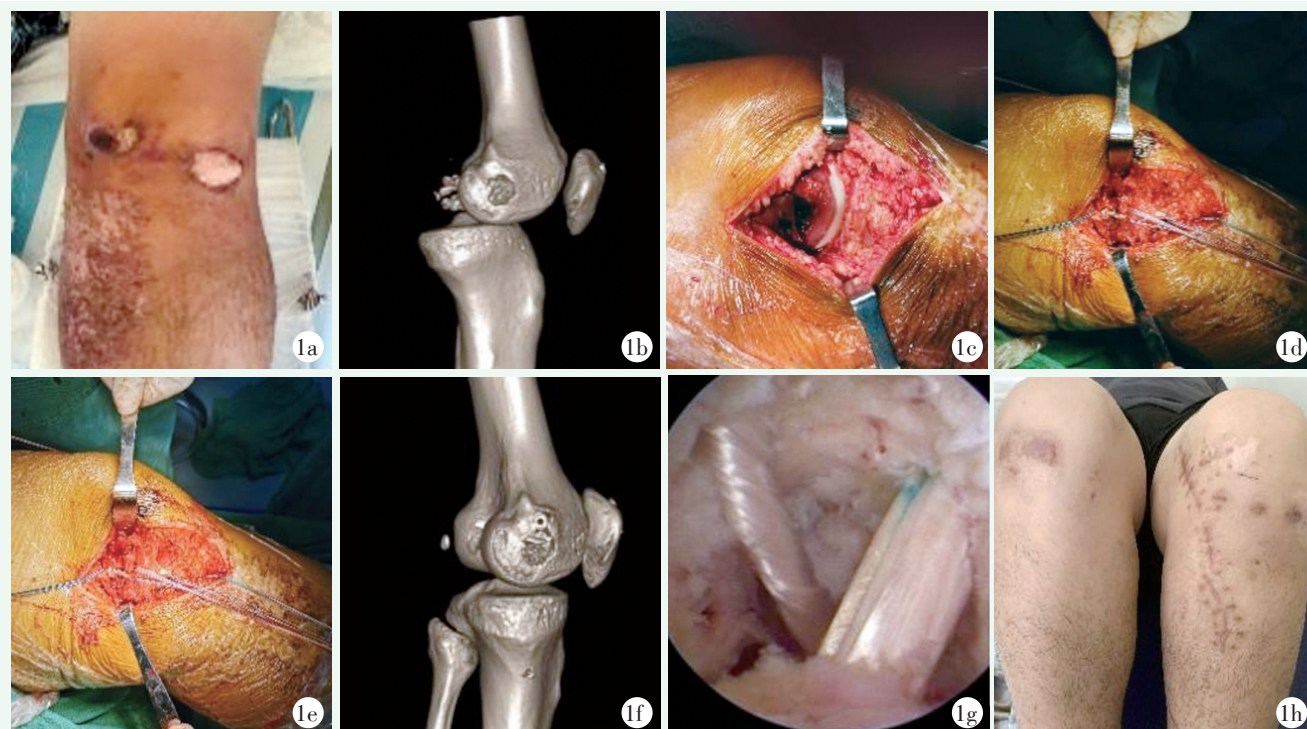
患者男性, 33 岁, 左膝关节脱位 3 d 入院。1a: 膝关节内侧出现皱褶征, 皮肤擦伤; 1b: 术前 CT 三维成像显示膝关节脱位, 股骨髁间有 Stieda 骨折嵌顿; 1c: 内侧副韧带、关节囊、内侧髌撕脱骨折 (Stieda 骨折) 位于髁间切迹; 1d: 于股骨内侧髁做一个骨隧道, 将半腱肌编织固定; 1e: 将半腱肌编织固定, 用 2 个锚钉修复内侧副韧带, 修复内侧支持带、内侧髌撕脱骨折; 1f: 术后 CT 内侧副韧带加强隧道位置; 1g: 前后交叉韧带重建; 1h: 末次随访患者膝关活动度良好。
